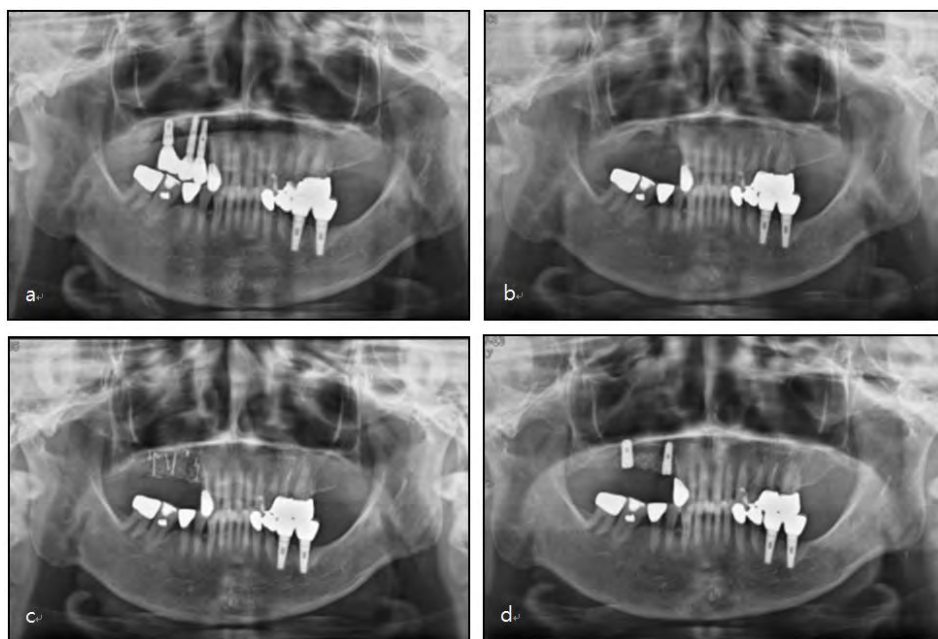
Serial panoramic radiographs of Case 1 (a) at initial examination, (b) after implant removal of #16i, 15i, 14i, (c) after ridge augmentation, (d) after implant reinstallation of #14i, 15i, 16i.
